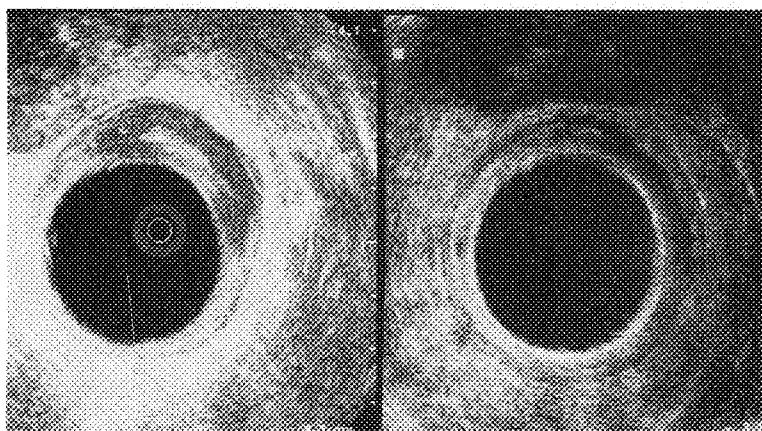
Changes in endorectal ultrasound between pre- and post-chemotherapy in the case of complete remission.
